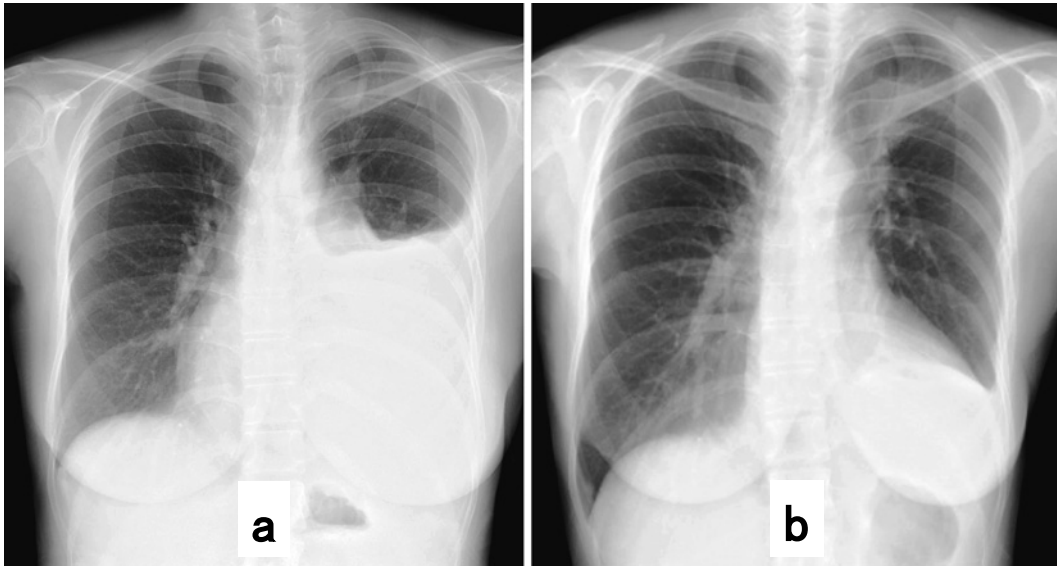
A chest X-ray showing the changes of pleural effusion in the left thorax before (a) and after the chemotherapy with CBDCA + ETP (b).
